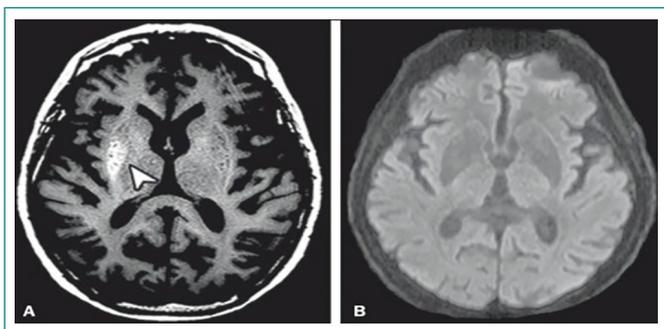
RM cerebral. En secuencia de difusión, restricción de la misma, normalmente no hay mejoría con el gadolinio
